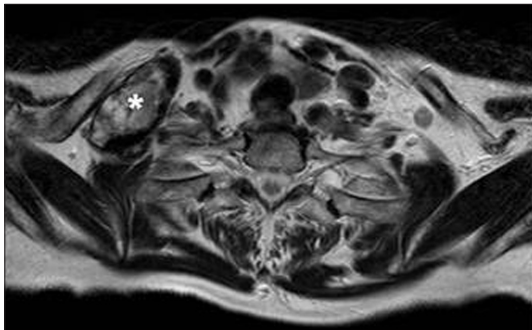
The preoperative finding of magnetic resonance imaging (axial T2-weighted image) shows an approximately 5.0×2.5 cm sized and well marginated mass (asterisk) with the heterogeneous enhancement iso-hypo signal intensity and the focal high signal intensity in the right supraclavicular area.
